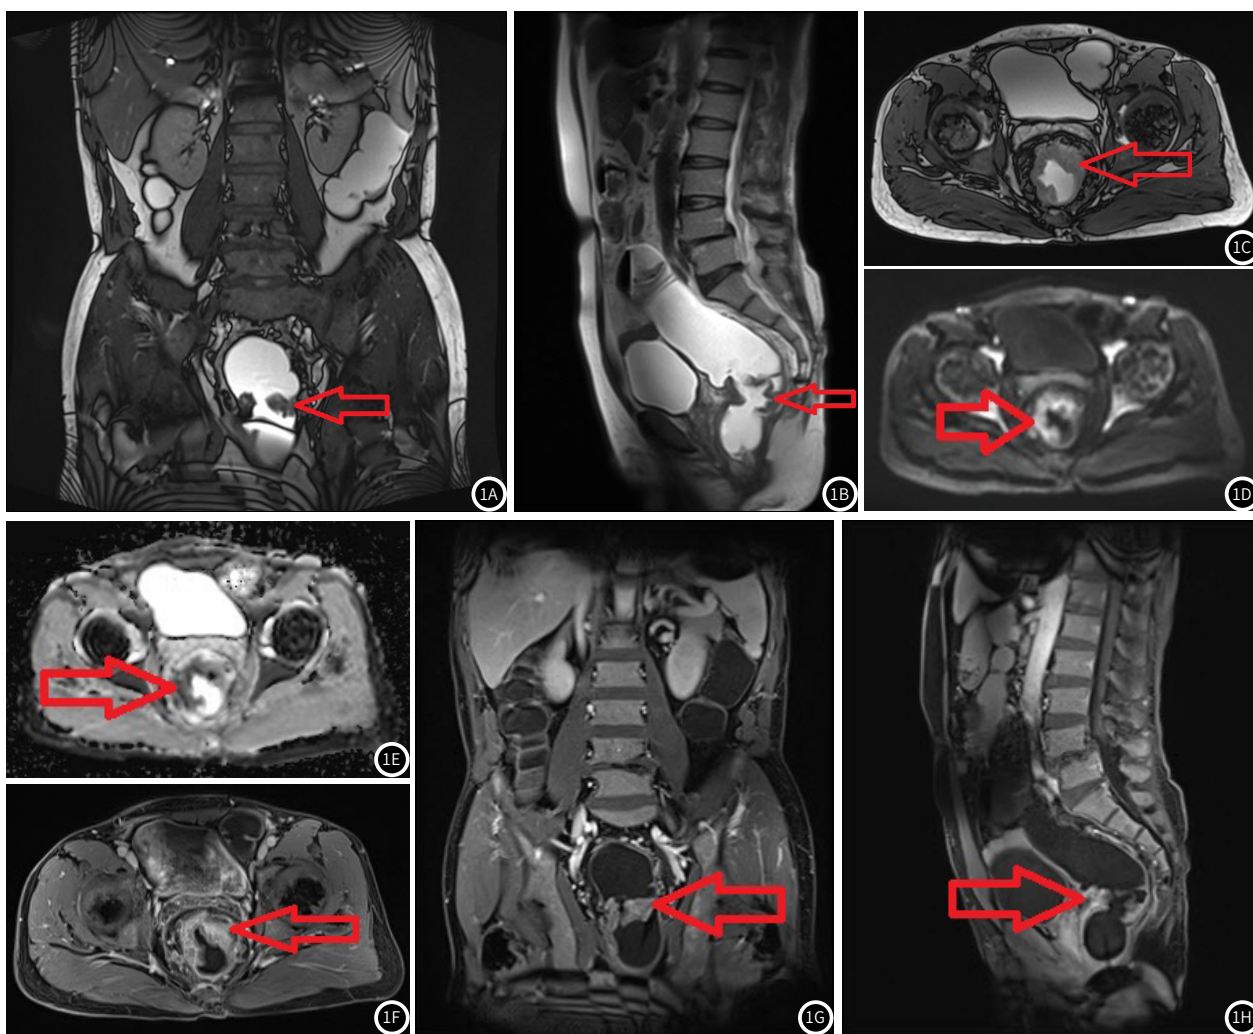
图1H 3.0T MRI及DWI扫描图像。患者男，58岁，因大便带血，为鲜红色血便，大便次数增多1年来院就诊，入院第2d行3.0T MRI及DWI检查，图1A、图1B、图1C可见直肠病变段见充盈改变，管腔变窄，水成像亮腔序列呈明显低信号；图1D中DWI检查结果显示：直肠病变呈明显高信号；图1E中ADC图显示：直肠病变呈明显低信号。图1F、图1G及图1H显示直肠病变DCE增强呈明显不均匀高信号强化改变，病变累及右前大半圈肠管。
